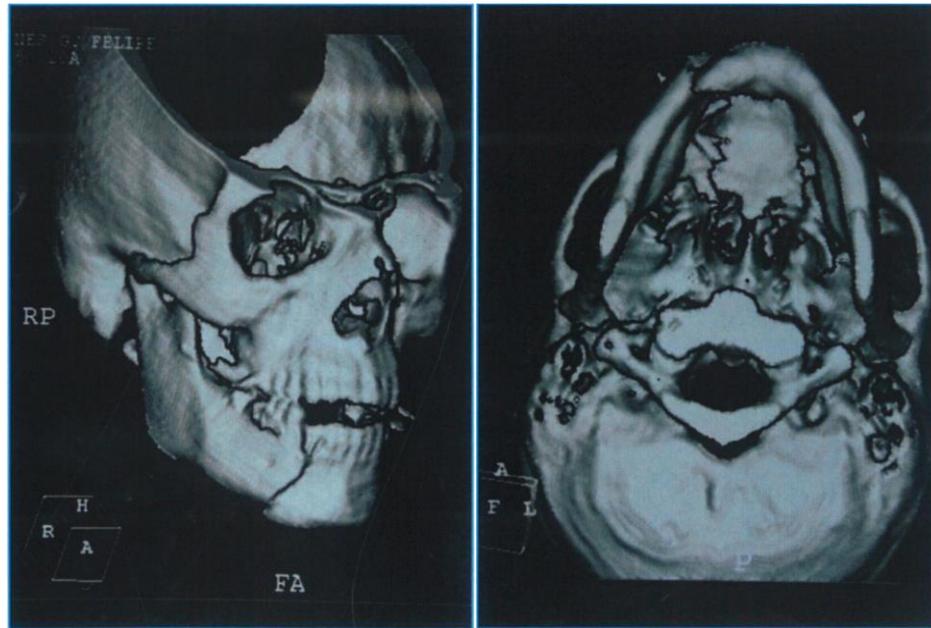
TAC reconstrucción 3D. Se observa una fractura mandibular parasinfisaria del lado derecho.
